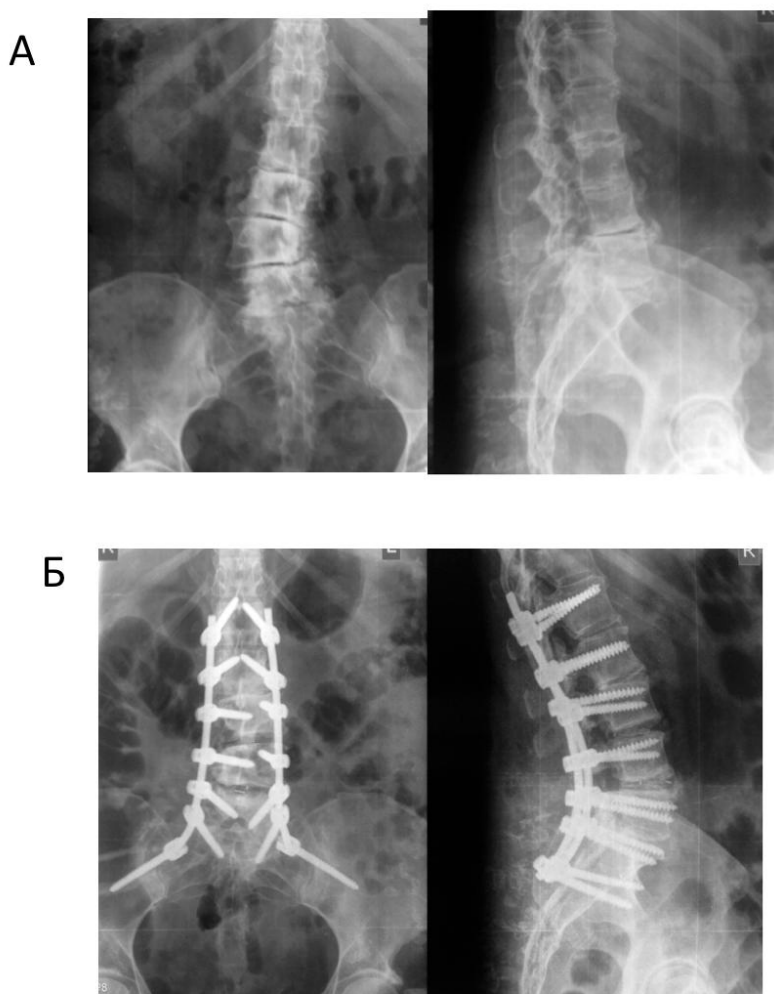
Пациент Л., 59 лет, диагноз: дегенеративный сколиоз поясничного отдела позвоночника: А – рентгенограммы позвоночника в прямой и боковой проекциях; Б – рентгенограммы после оперативного: многоуровневая SPO, спондилосинтез L1-S1-SIPS системой транспедикулярной фиксации, TLIF LIV-LV, коррекция фронтального и сагиттального баланса
